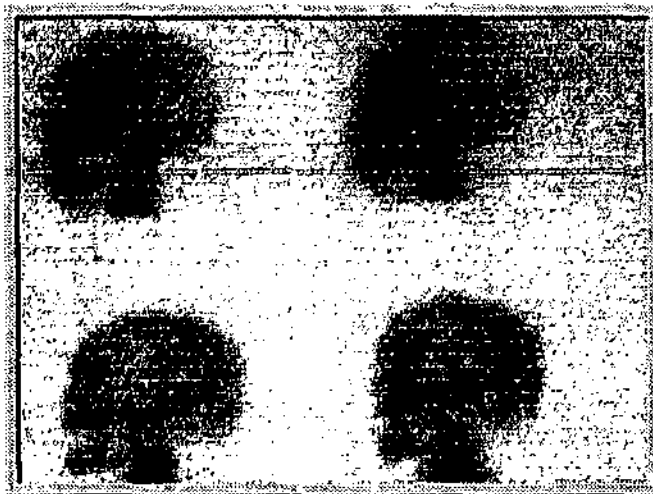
El SPECT scan puede rotar y mostrar en tres dimensiones la imagen para ayudar a localizar lesiones
